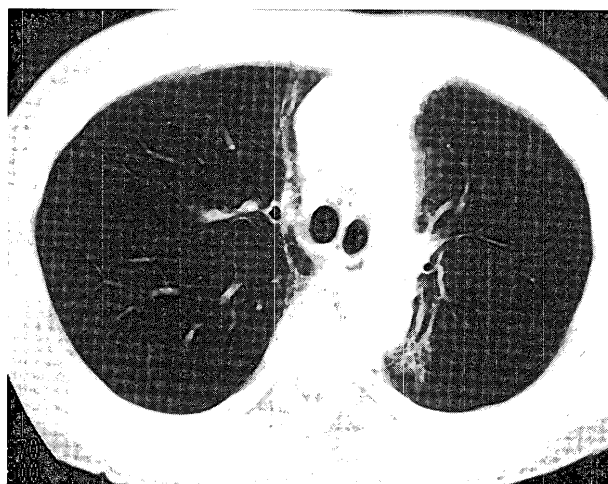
Chest CT findings on July 19 after steroid pulse therapy shows a marked reduction in ground glass attenuation.
